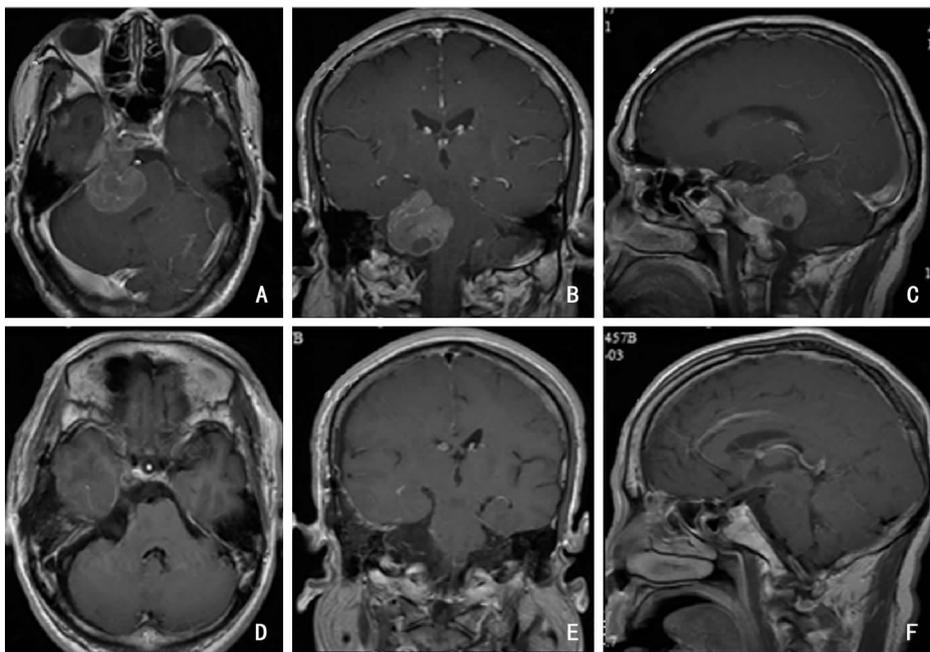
采用颞下联合岩骨前部切除的右侧岩斜区脑膜瘤患者手术前后MRI增强扫描影像 A:术前轴位扫描见肿瘤主体位于颅后窝累及海绵窦;B:术前冠状位扫描余脑干明显受压;C:术前矢状位扫描肿瘤基底位于斜坡;D~F:肿瘤全切周围结构保护良好
